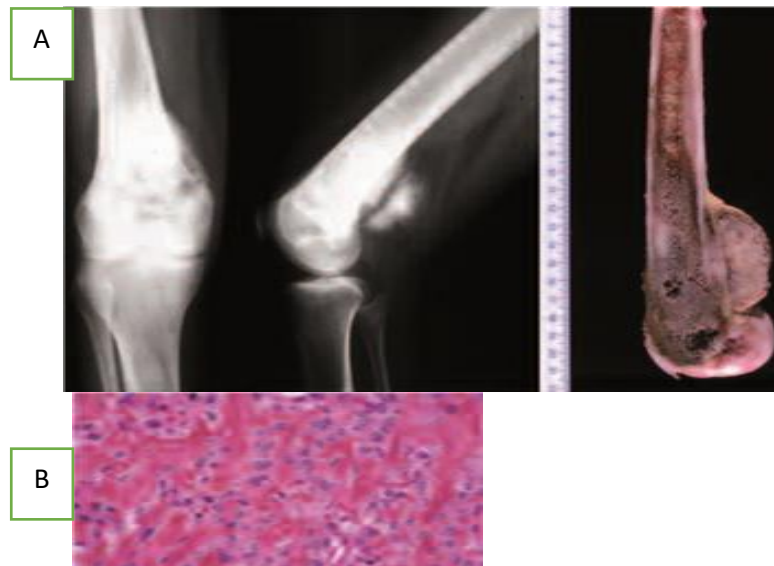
a). Radiographie et pièce résection d'un ostéosarcome de haut grade du fémur b : Photographie d'une lame d'un ostéosarcome de haut grade montrant la production d'os tumoral et les anomalies cytonucleaires
